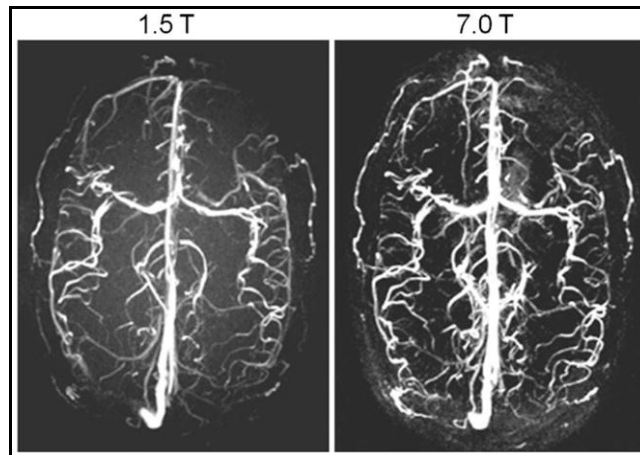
Immagini di angiogrammi RM a) con scanner 1.5T b) con scanner 7T di un soggetto sano ottenute con Axial 3D phase-contrast. L'alto SNR a 7T consente una immagine nettamente migliore. (Niendorf T., Schulz-Menger J. et al, 2010)^[14]
